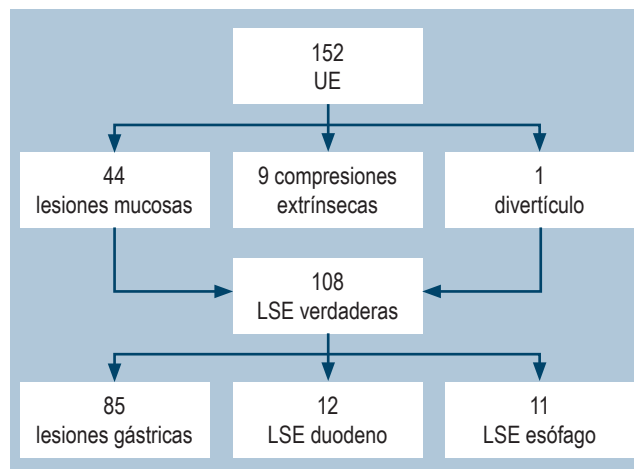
Estudios realizados, pacientes excluidos y cantidad de estudios por localización anatómica. LSE: lesiones subepiteliales; UE: ultrasonografía endoscópica. Imagen propiedad de los autores.
